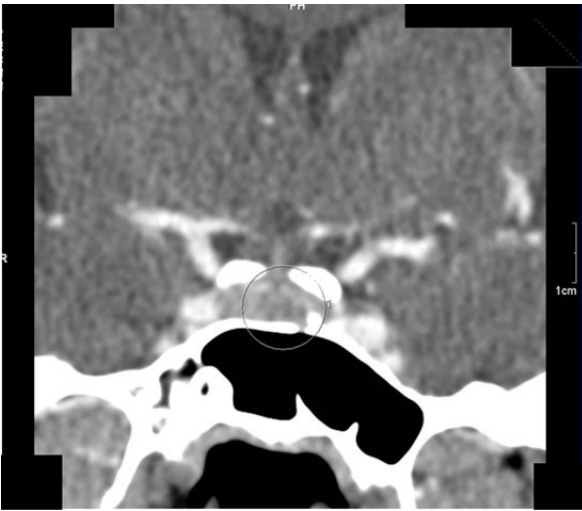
Computer tomografie la 6 ani de la hipofizectomia transfrontală selectivă a mezo- somatotropinomului. Reconstrucție.
